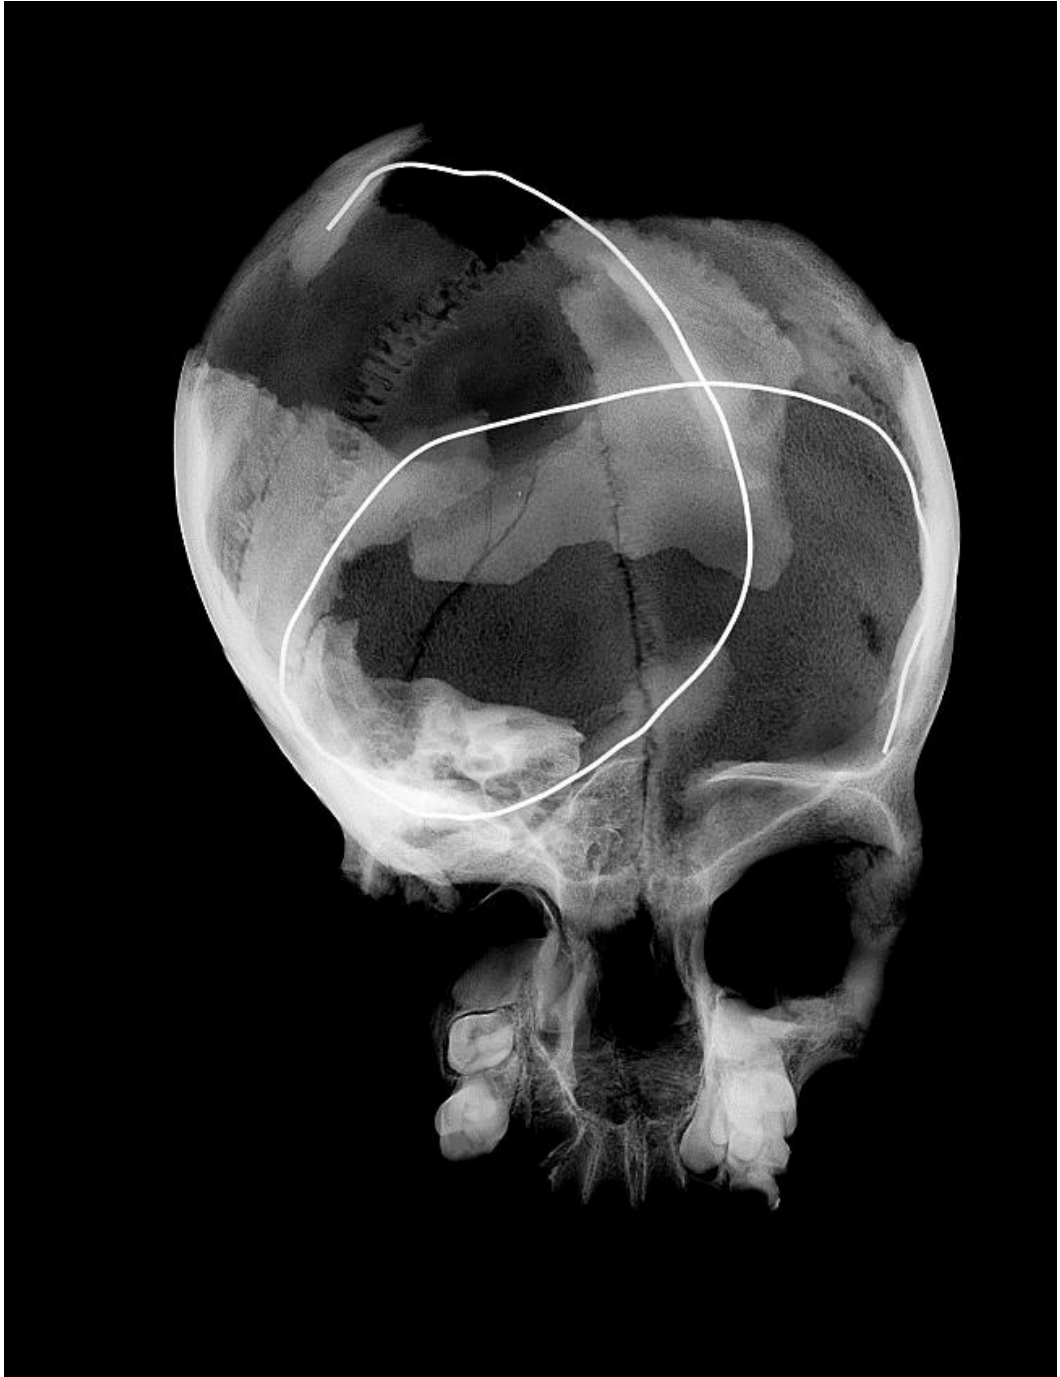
1. radiographie 2D. Crâne 16 de Sclaigneaux (©Garin Cael, Royal Museum for Central Africa)
